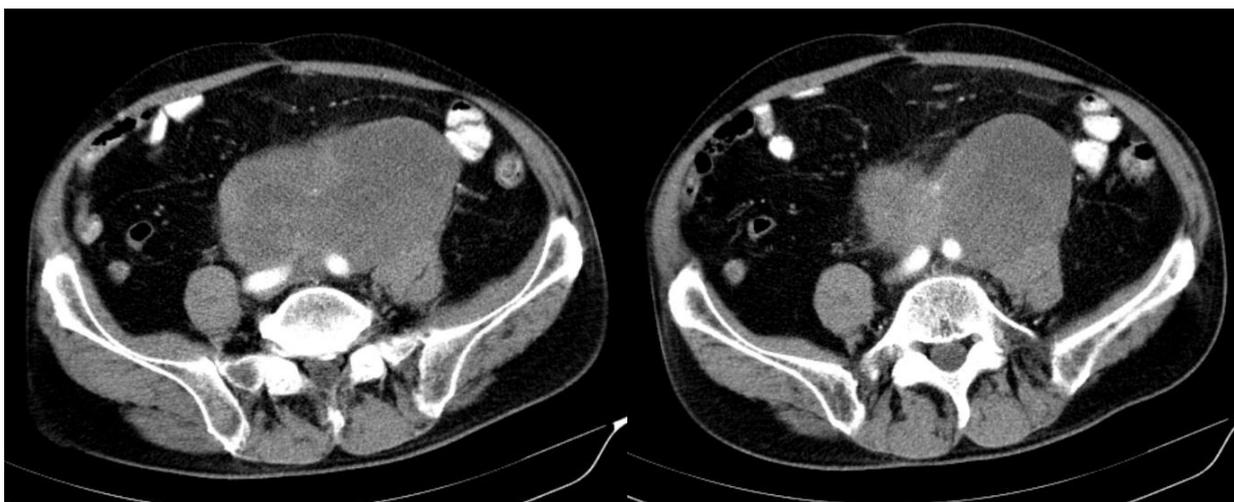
Результаты предоперационной компьютерной томографии. Отмечается вовлечение в опухолевый процесс бифуркации аорты и общих подвздошных артерий
